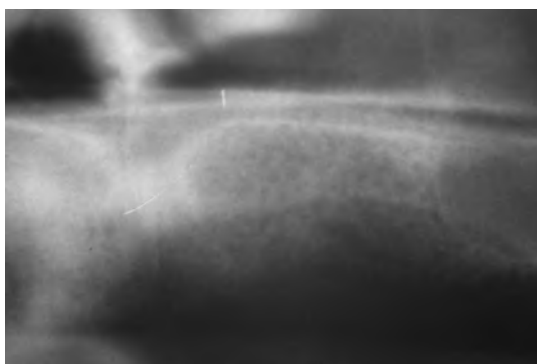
RX con particolari della zona di sinistra. Si evidenzia nelle immagini radiografiche la buona trabecolatura del tessuto osseo
